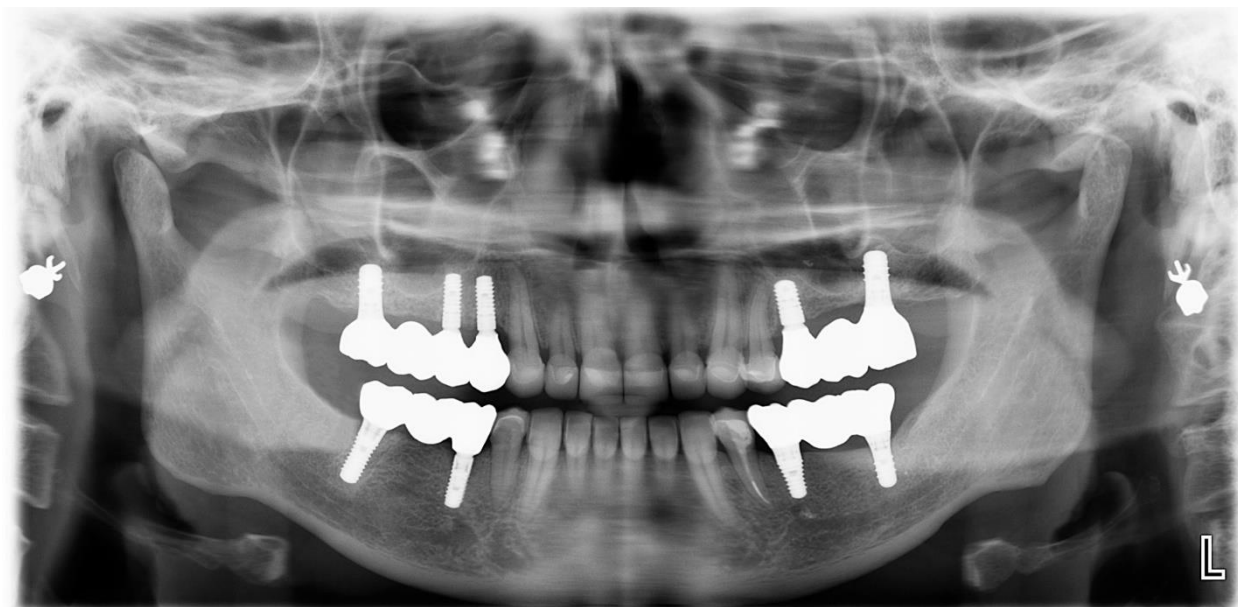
Ортопантомограмма пациента группы 3 (пример)
